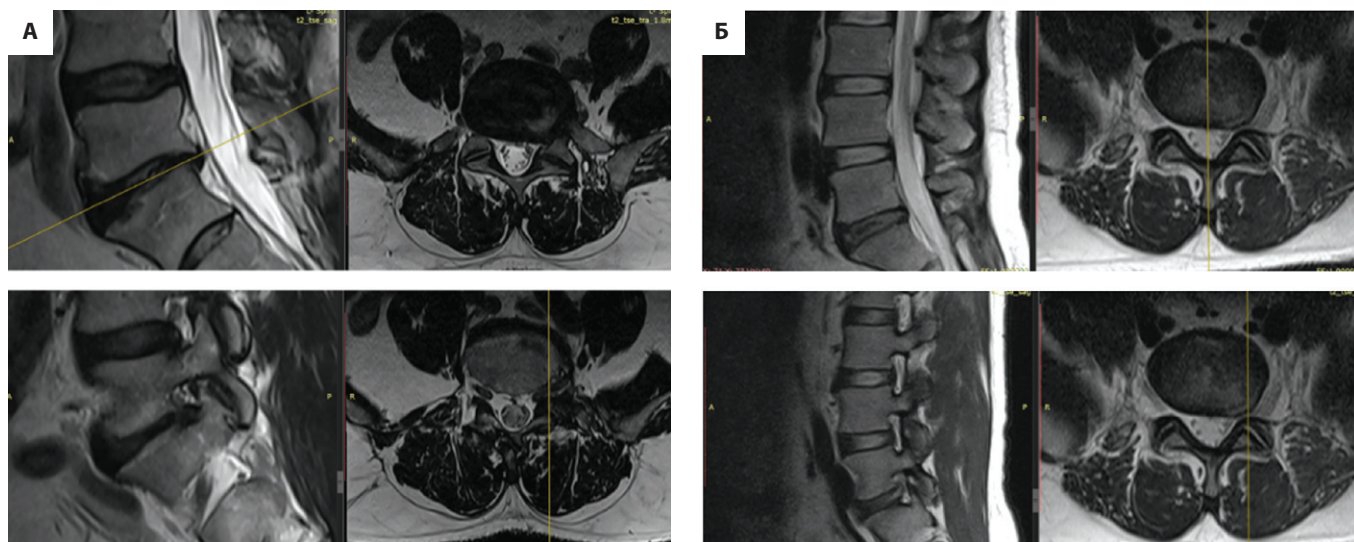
МРТ поясничного отдела позвоночника при лигаментарно-фораминальном стенозе и фораминальной грыже. На изображениях представлены типичные МРТ-примеры двух различных причин фораминального стеноза
